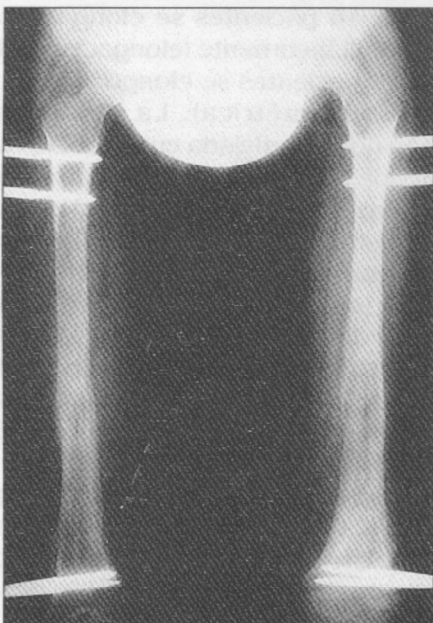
Radiografía tras elongación de 12 cm.
